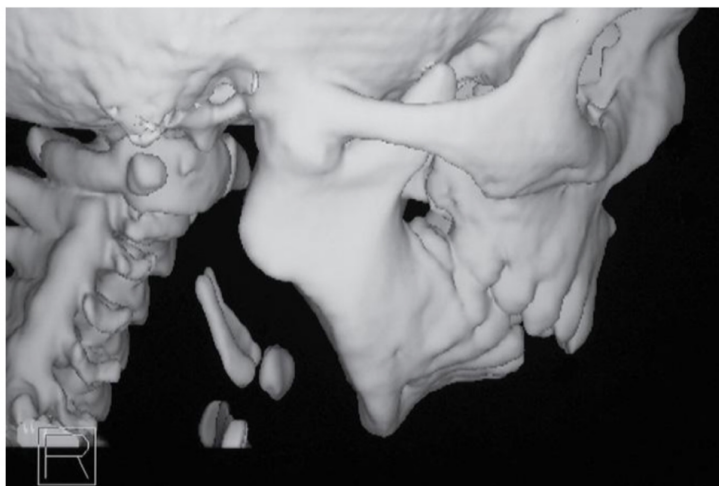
Tomografía computarizada de una anquilosis ósea de la ATM. (Okeson J, 2013).
